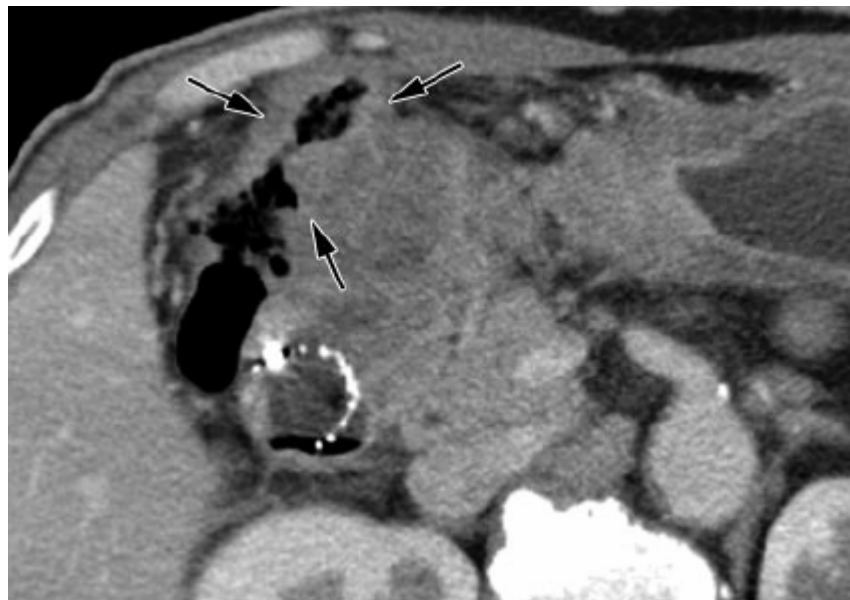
TDM axiale montrant une tumeur T4 avec envahissement du colon (39)
